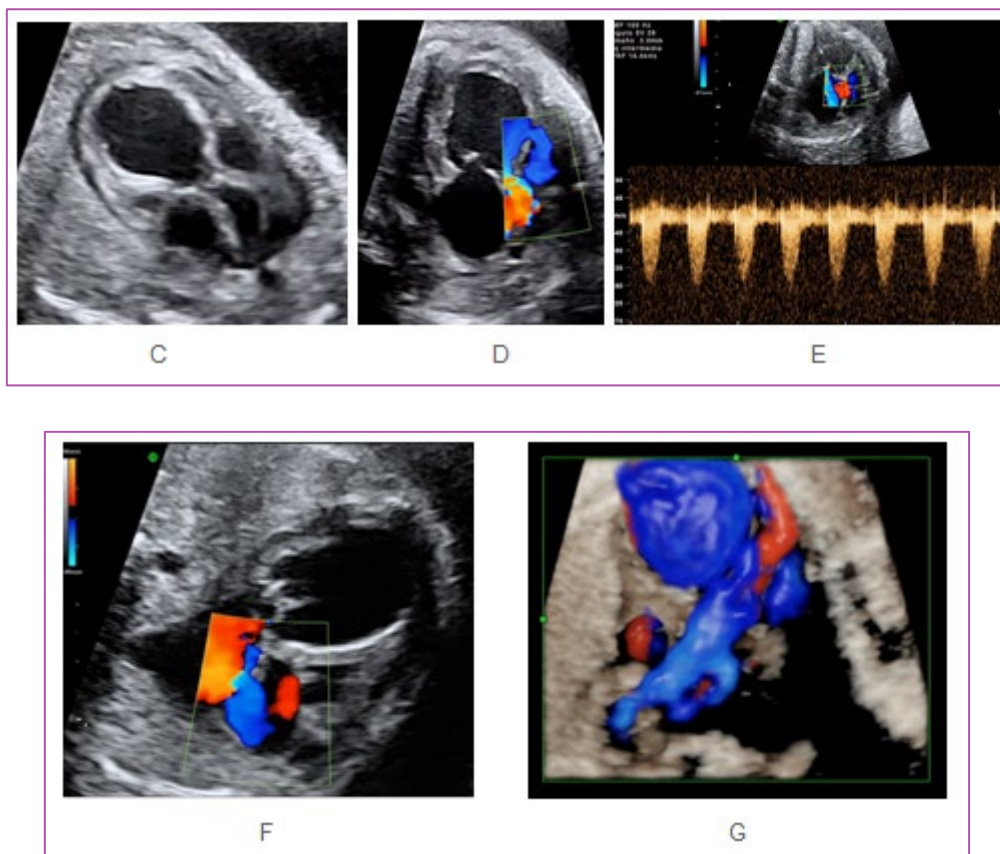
ESTENOSIS AORTICA CRITICA, CUATRO CAMARAS. A: MODO B; B: DOPPLER COLOR CON INSUFICIENCIA MITRAL, TRACTO DE SALIDA IZQUIERDO; C: MODO B; D: DOPPLER COLOR; E: DOPPLER ESPECTRAL; F: FORAMEN OVALE DOPPLER COLOR, FLUJO REVERSO; G: TRES VASOS, DOPPLER COLOR
